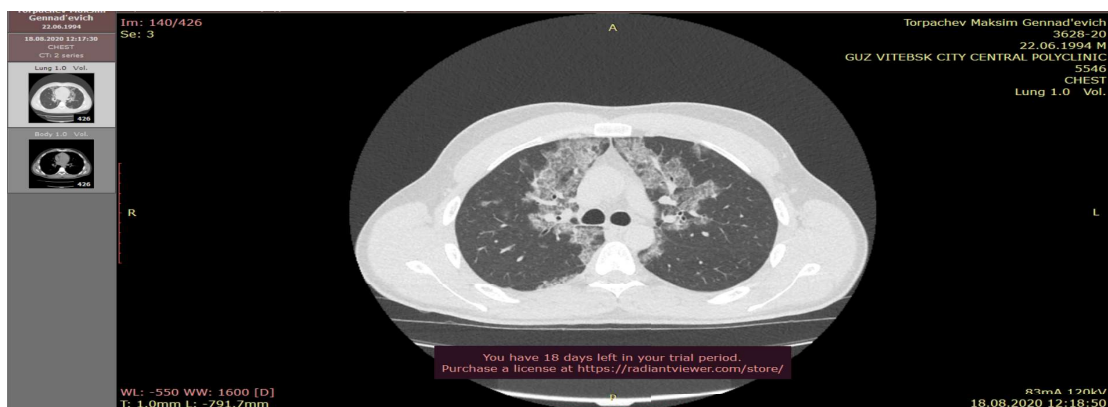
КТ-срез органов грудной клетки пациента Т. «Матовые стекла», локализованный преимущественно в центральных отделах легких
